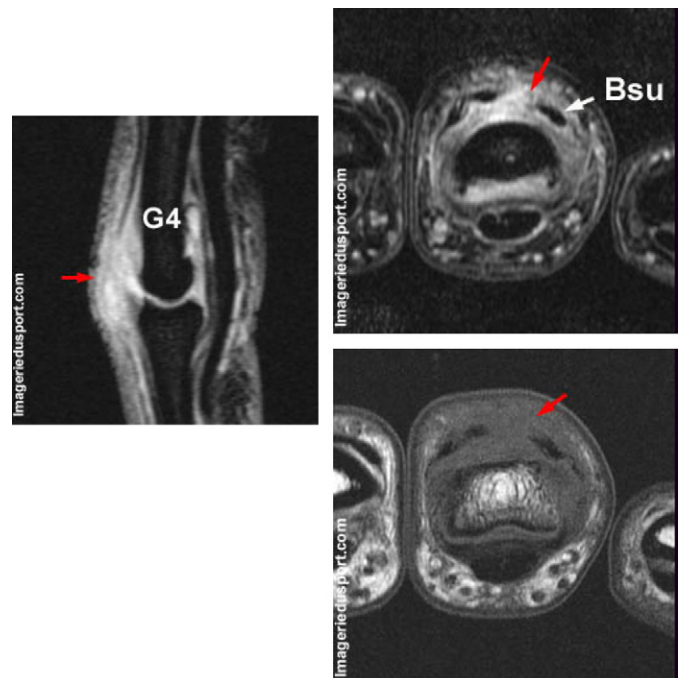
Aspect IRM d'une rupture de bandelette sagittale avec instabilité de l'appareil extenseur.
